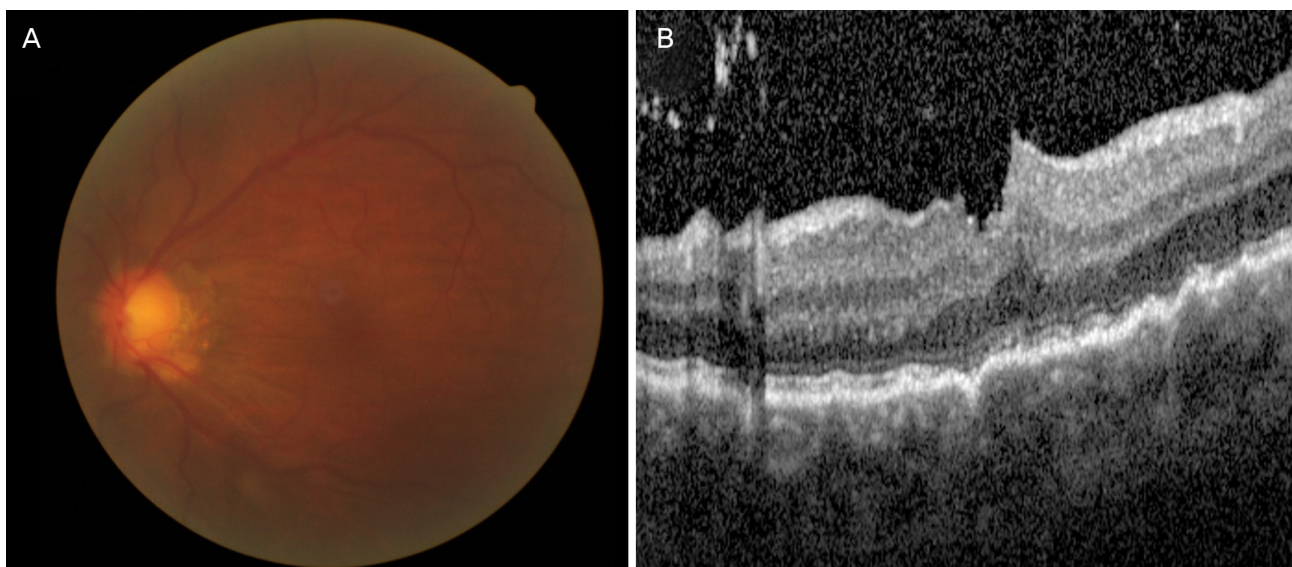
Preoperative fundus photography and optical coherence tomography. (A) Fundus photograph showing chorioretinal folds at macular area. (B) Optical coherence tomography showing wrinkling of the retina and the choroid.
